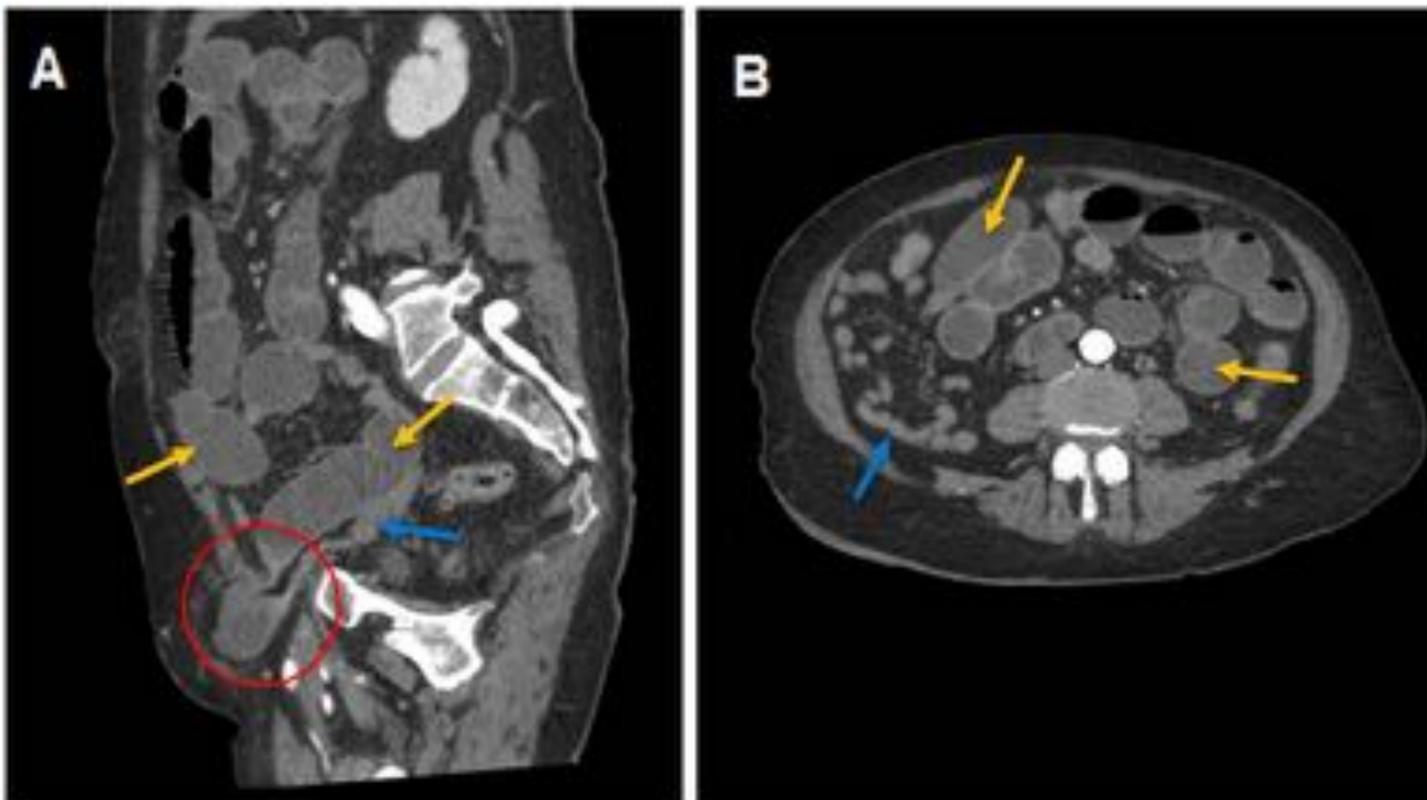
Reconstrucción sagital (A) y corte axial (B) de TC abdomino-pélvico con contraste iv. Asas de intestino delgado dilatadas (flechas amarillas) proximales a punto de cambio de calibre en el interior de saco herniario inguinal derecho (círculo rojo) y colapso de asas distales (flechas azules).
